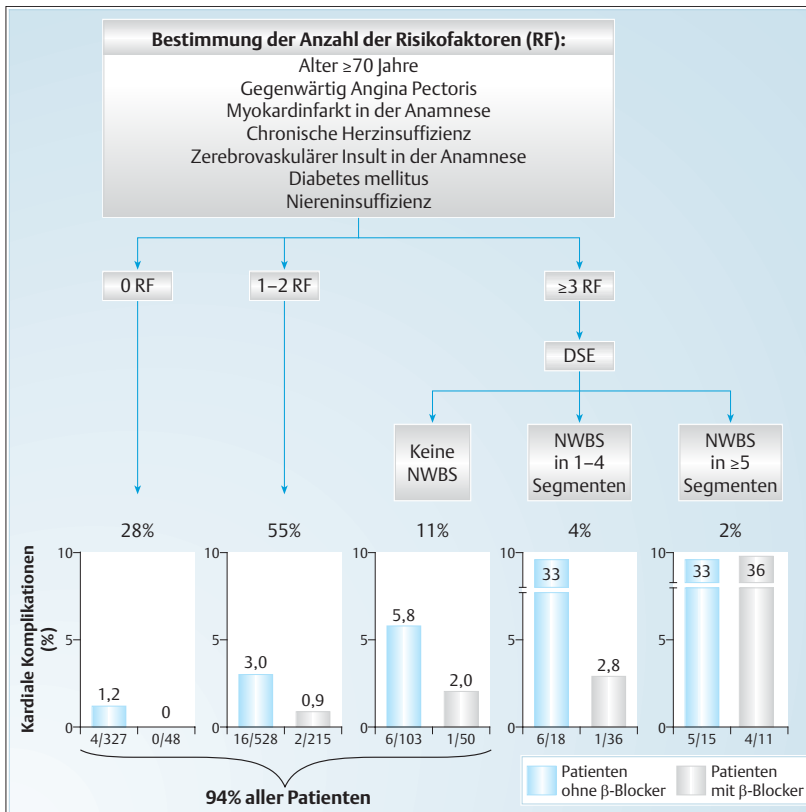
Perioperatives Risiko für Tod oder Myokardinfarkt in den jeweiligen Subpopulationen der Studie von Boersma et al. (JAMA 2001; 285: 1865–1873). Die Prozentzahlen repräsentieren den Anteil der jeweiligen Subgruppe an der Gesamtzahl der Studienpatienten (n = 1351). Die Zahlen unter den Säulen geben die Anzahl der Komplikationen/Anzahl der Patienten wieder. RF: Risikofaktoren; DSE: Dobutamin-Stressechokardiographie; NWBS: neuauftretende Wandbewegungsstörungen.
